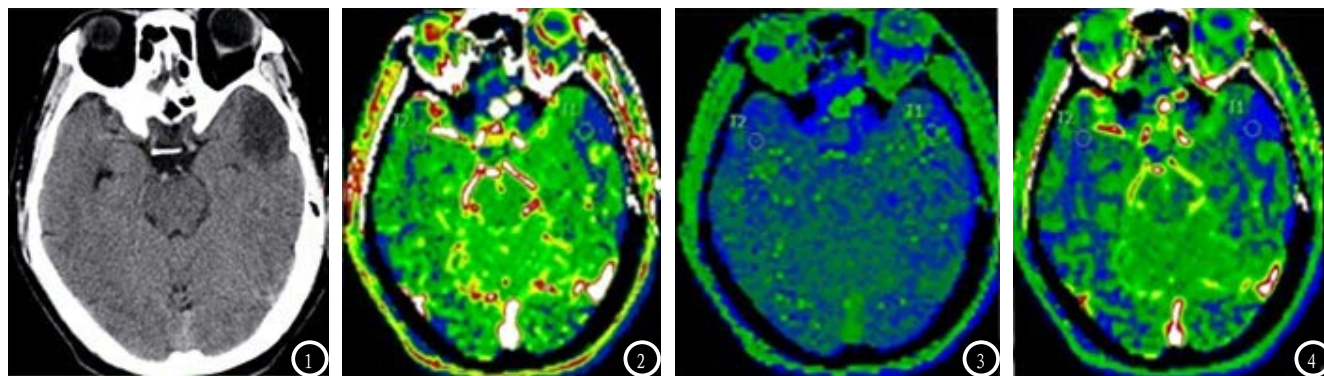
CT平扫, 左侧颞叶低密度梗死灶; 图2 梗死区呈低灌注状态; 图3 梗死区TTP延迟; 图4 梗死区PE减低。
